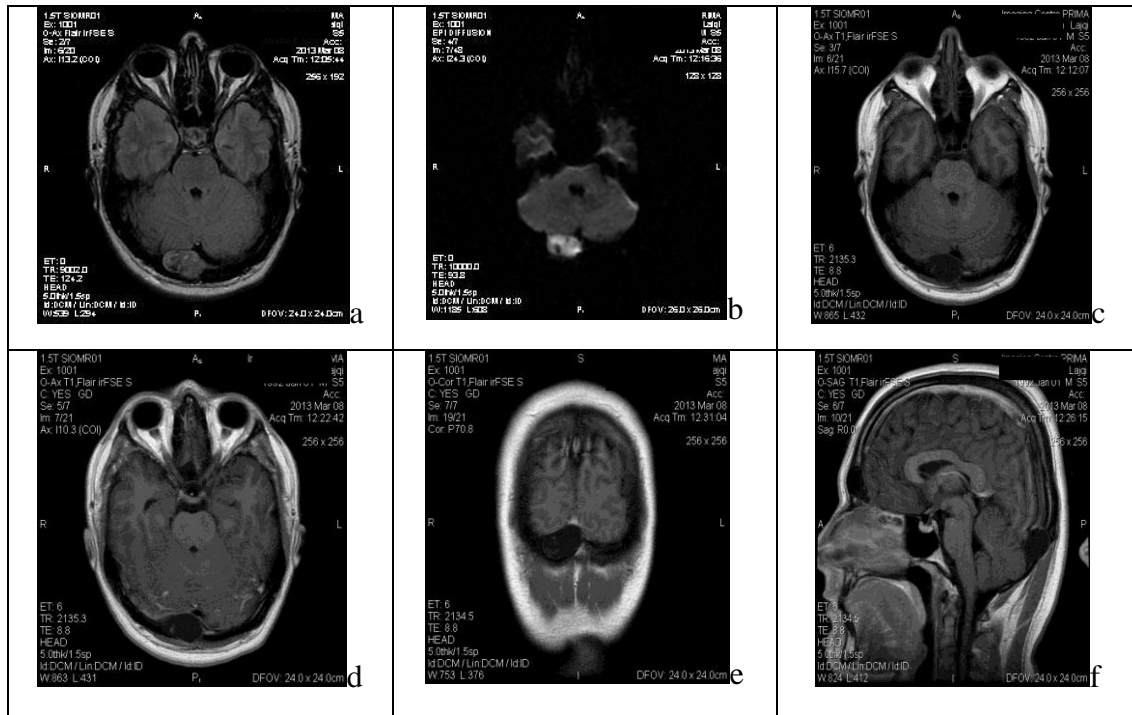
Kistë epidermoide në FCP dex. me prezantimin karakteristik në Rezonancën Magnetike të punuar nativ dhe post Gd, me restriksion të difuzionimit të ujit (b) si çelësi diagnostik si dhe pa përforsim kontrasti (d,e,f). Prezantimi në sekuenat e tjera është heterogjen.
